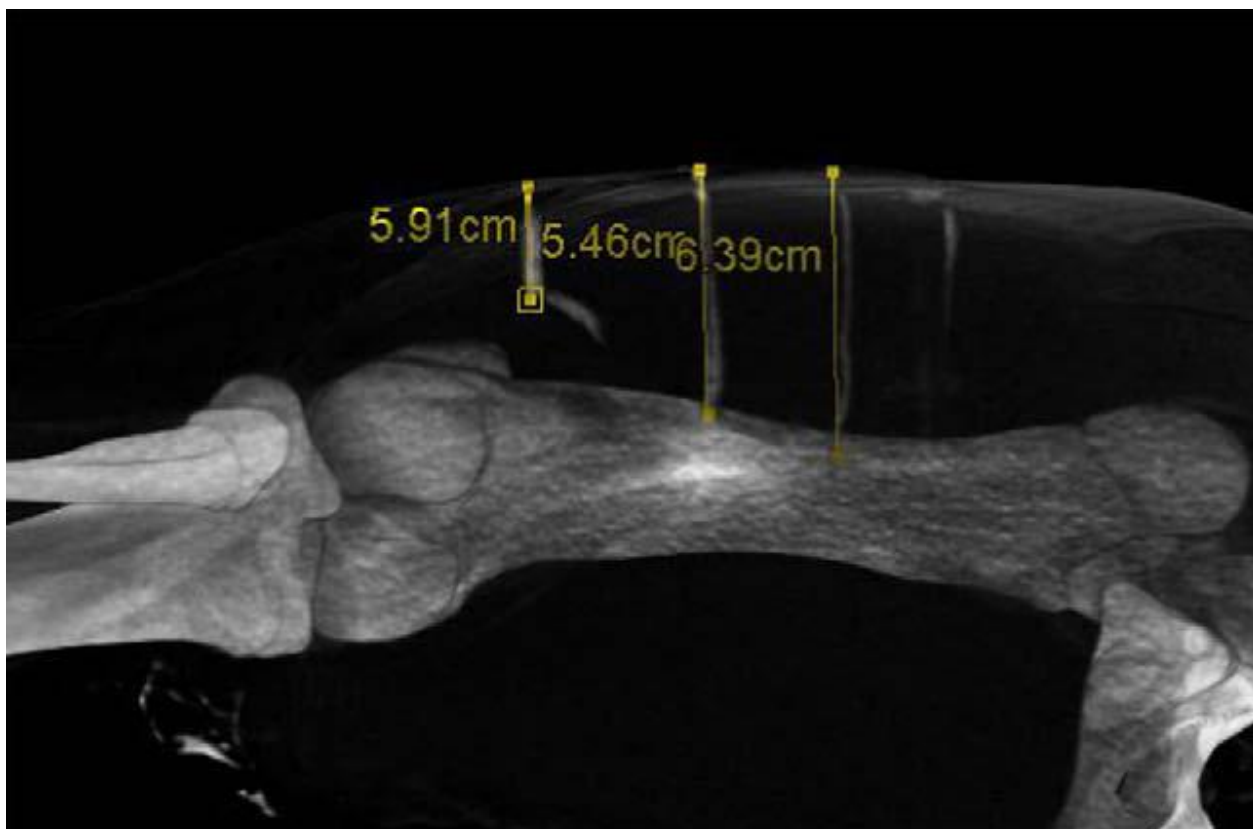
MSCT, semitranslucent reconstruction. The length of the wound channels can be measured accurately by the Leonardo syngo CT software.
